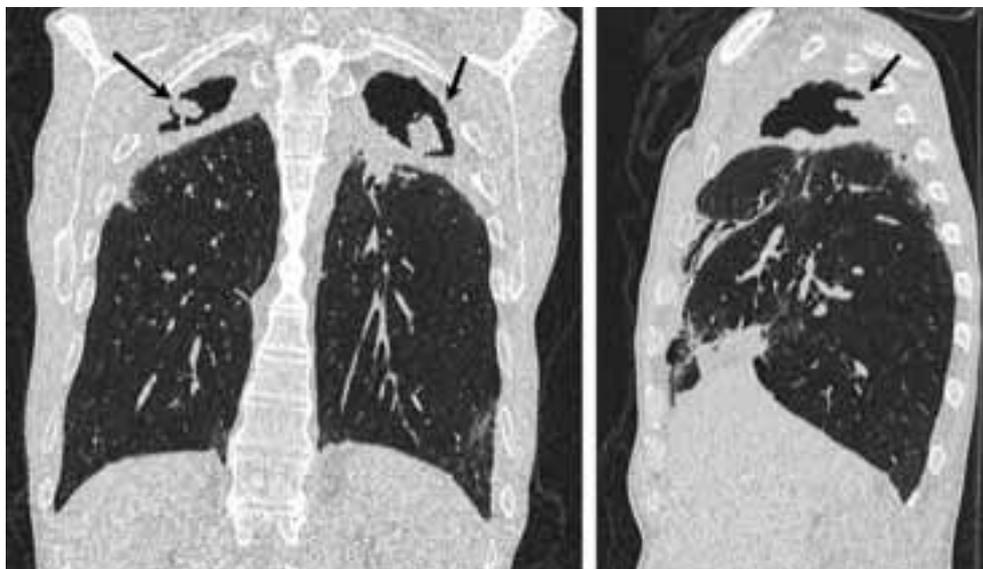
Корональный и левый сагиттальный компьютерно-томографические сканы высокого разрешения пациента К.: аспергиллемы верхних долей обоих легких (стрелки)
